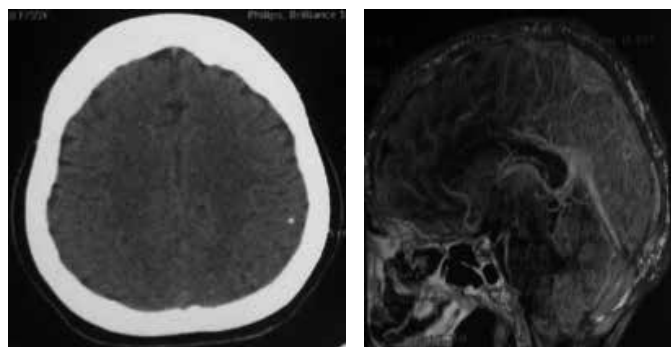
Tomografia do crânio em corte axial, evidenciando calcificação do encéfalo (A), e corte sagital tridimensional com contraste (B).
